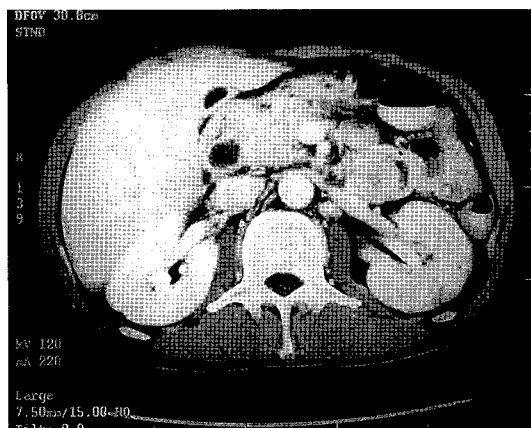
The abdominal CT scan shows stenosis of duct in the head portion and dilatation of duct in the tail portion of the pancreas. About 2cm sized pseudocyst in the head and tail portion of the pancreas.
